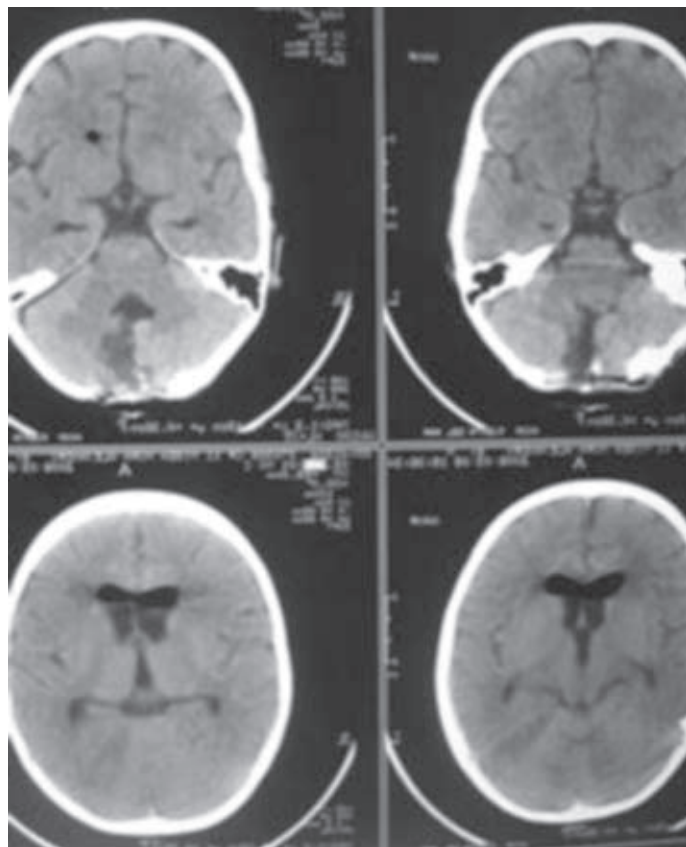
Tomografía computarizada postoperatoria del mismo paciente de la figura anterior, en el que se aprecia la resección efectuada y la presencia de aire en el interior del ventrículo, muy frecuente en los casos intervenidos en posición sentada.
